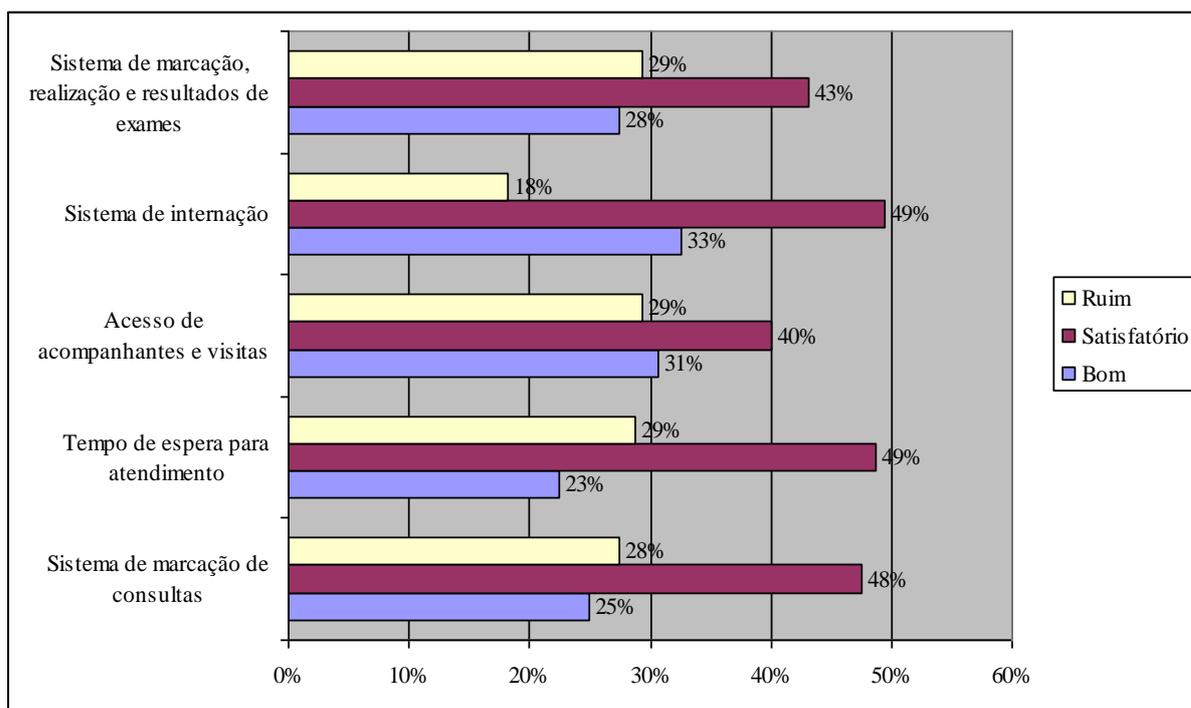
A percepção dos trabalhadores quanto ao acesso aos serviços, RM (2007)
